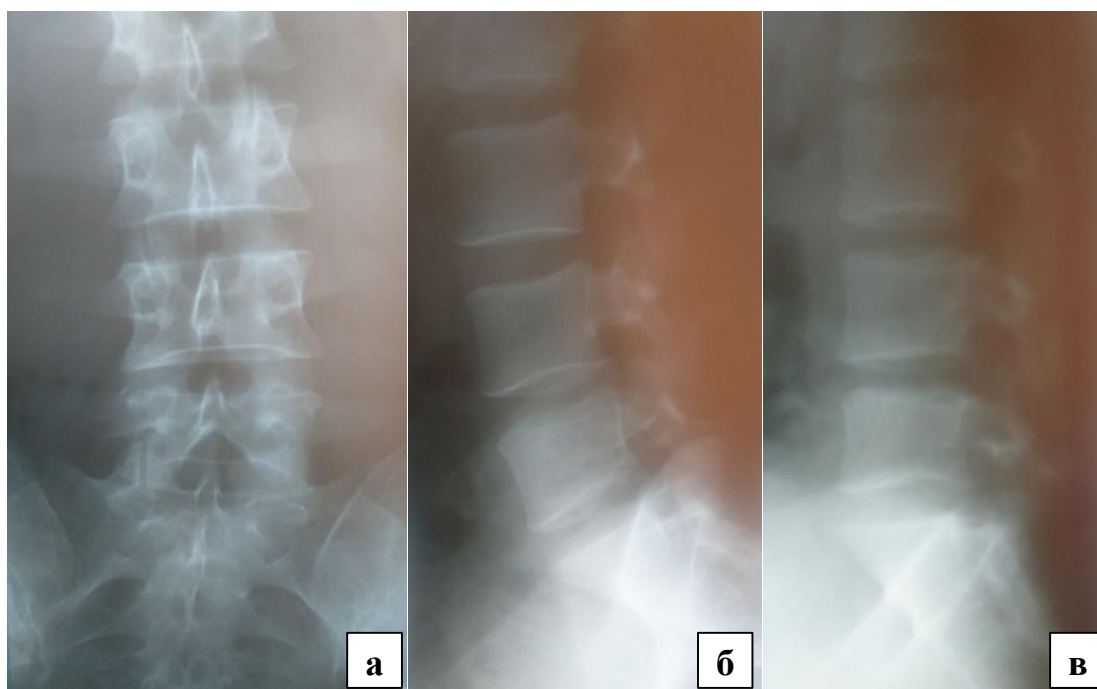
Рентгенография пояснично-крестцового отдела позвоночника:
